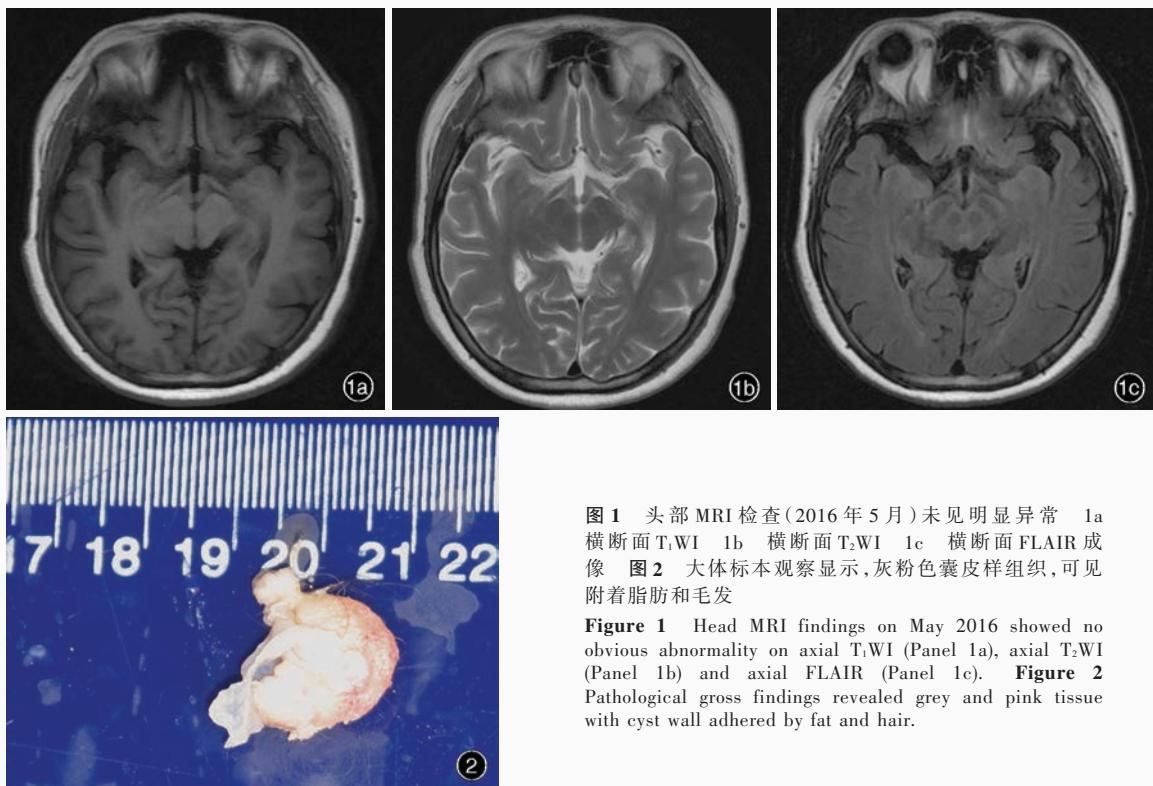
头部MRI检查(2016年5月)未见明显异常 1a 横断面T₁WI 1b 横断面T₂WI 1c 横断面FLAIR成像 图2 大体标本观察显示,灰粉色囊皮样组织,可见附着脂肪和毛发
